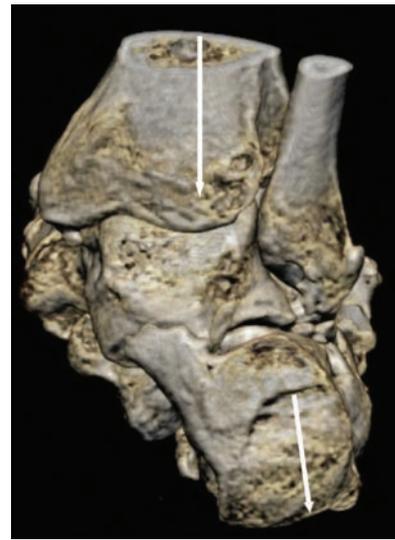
Компьютерная томография заднего отдела правой стопы больного А., 22 лет, до операции (подвывих пятки обозначен стрелками)
